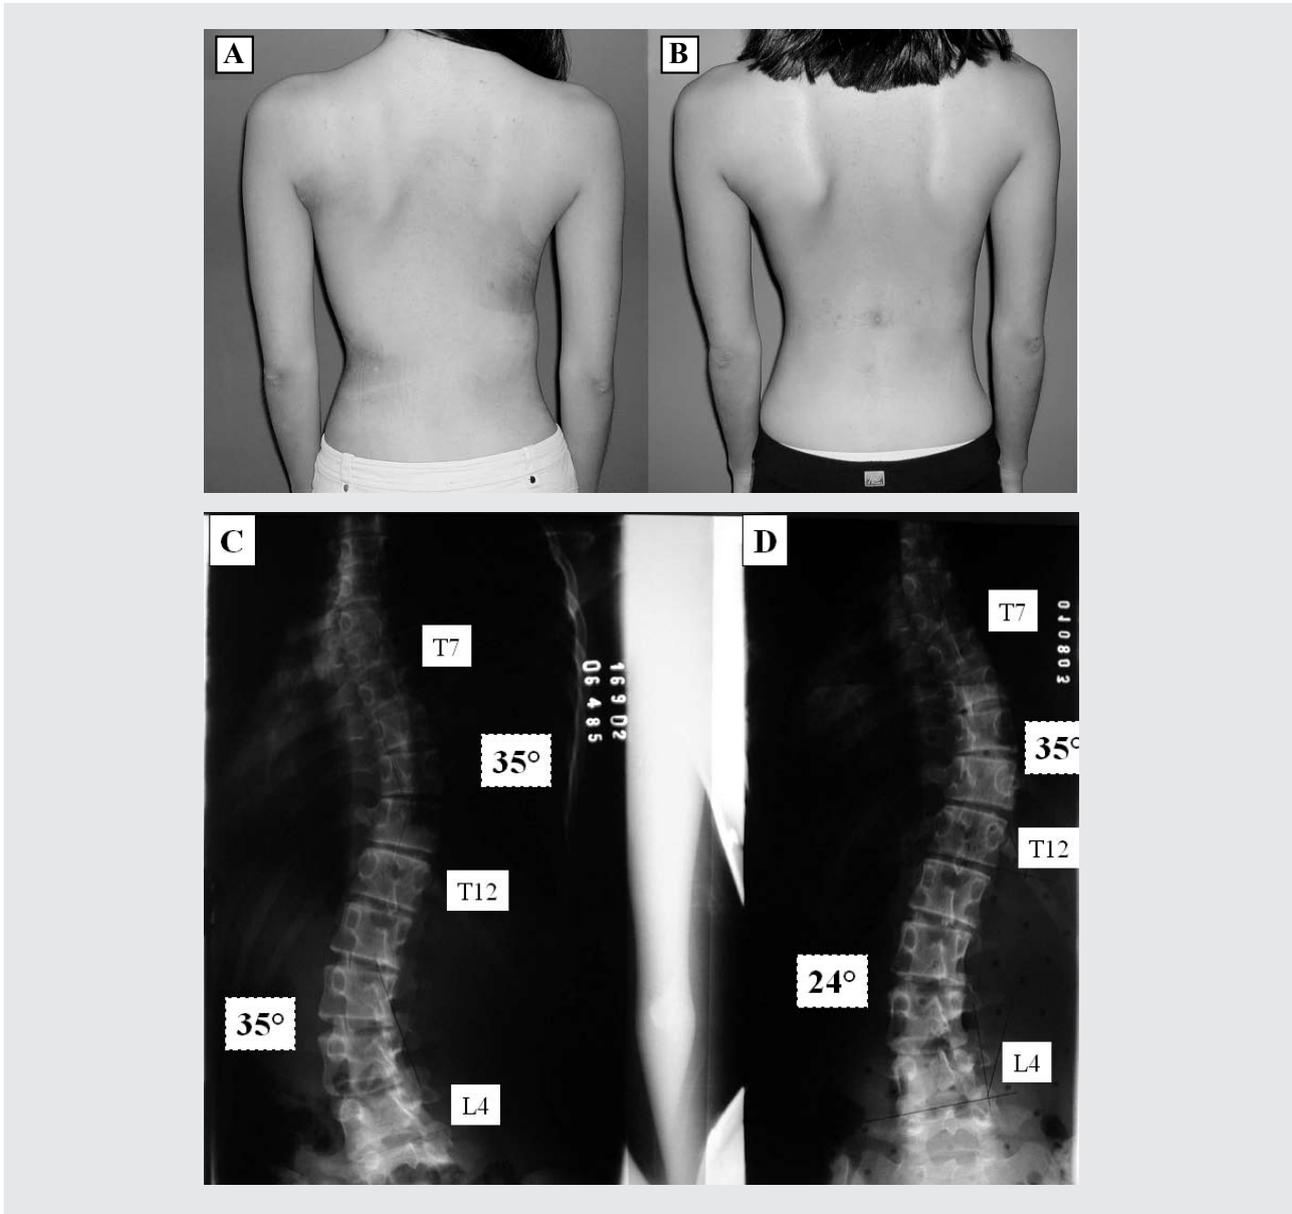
Paciente 4 da tabela 1. Aspecto clínico e radiológico de antes (A e C) e depois de um ano de tratamento (B e D) com o cumprimento rigoroso do protocolo quanto a tempo diário de utilização do colete inclinado e exercícios. As marcas hiperêmicas mostradas em (A) decorreram de utilização prévia intensiva de colete de Milwaukee nos dois anos anteriores, fato este que não impediu a progressão das curvas de 27° (*sic*) para 35°. Perceba-se na radiografia final, mostrada em (D), com a paciente em uso do colete, que, além da melhora para 24°, houve melhora também do componente rotacional da curva tratada (T12-L4 E). Na radiografia final sem o colete, tal curva teve medida de 29°
